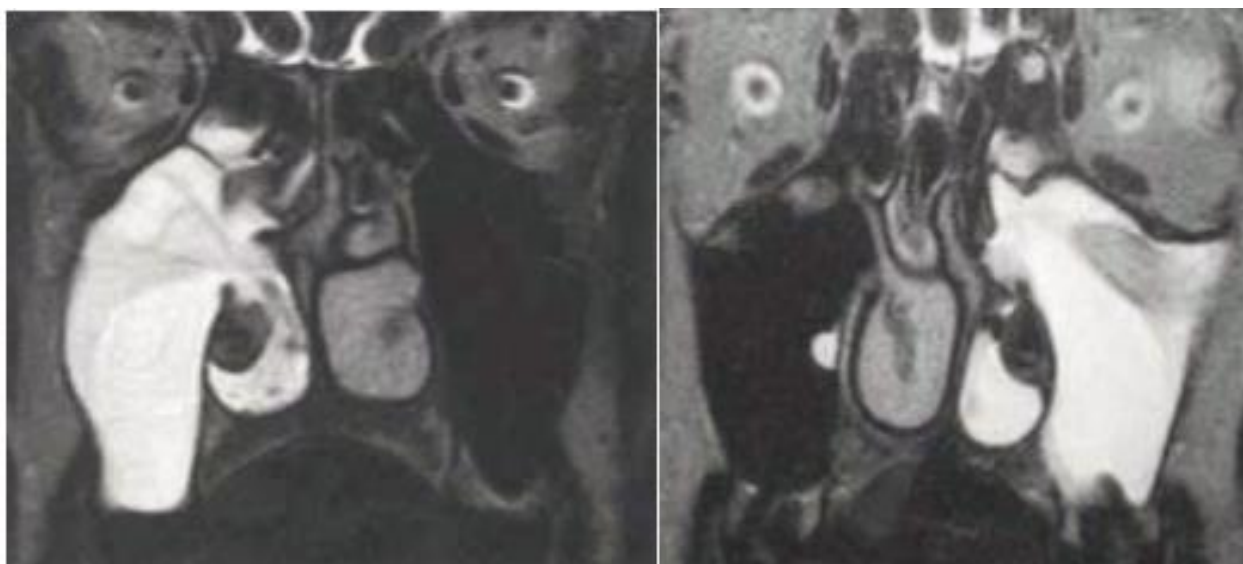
IRM des sinus en coupe coronale, pondération en SE T2. (117)
